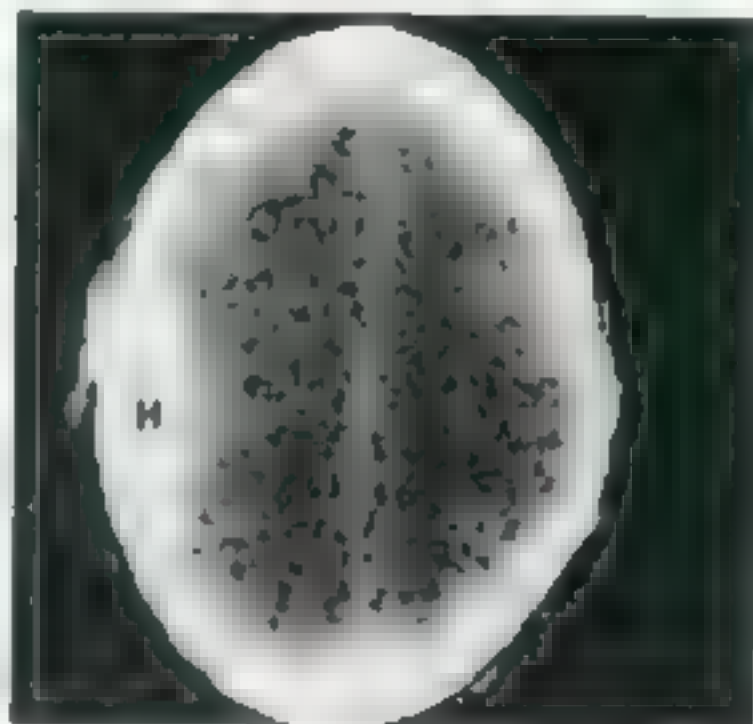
头部横向CT扫描 注意左侧颞中窝的硬膜外血肿（H）
